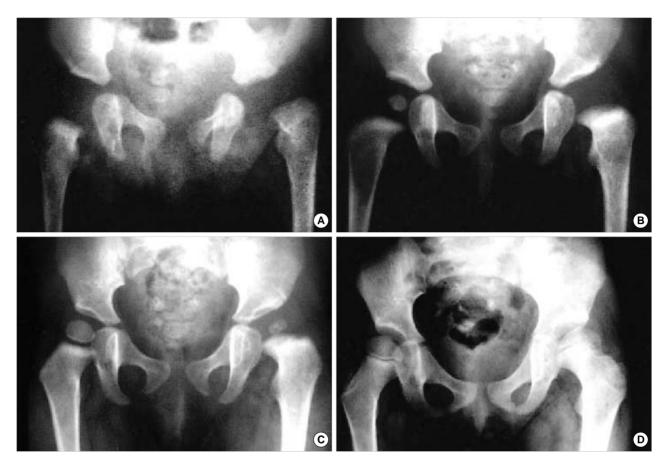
14 day old girl suffered from left septic hip arthritis and was taken arthrotomy after 1 day from symptom onset. The radiologic end result was classified as Bennett's grade III and clinical end result was excellent. A: Initial pelvis X-ray. B: Delayed apperance of ossific nucleus of left proximal femur is showed. C: After 1 year, smaller ossific nucleus and broad neck is showed. D: Last follow up X-ray shows normal hip joint and coxa magna.
